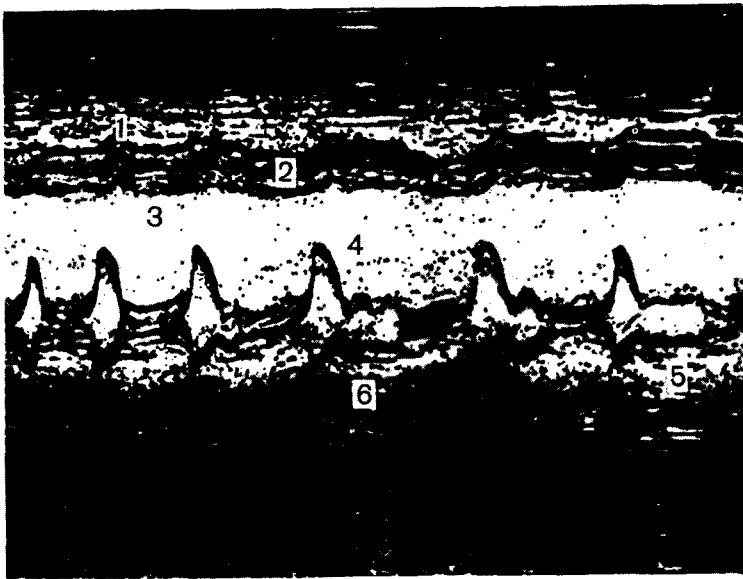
Застойная кардиомиопатия. Эхокардиограмма левого желудочка.
